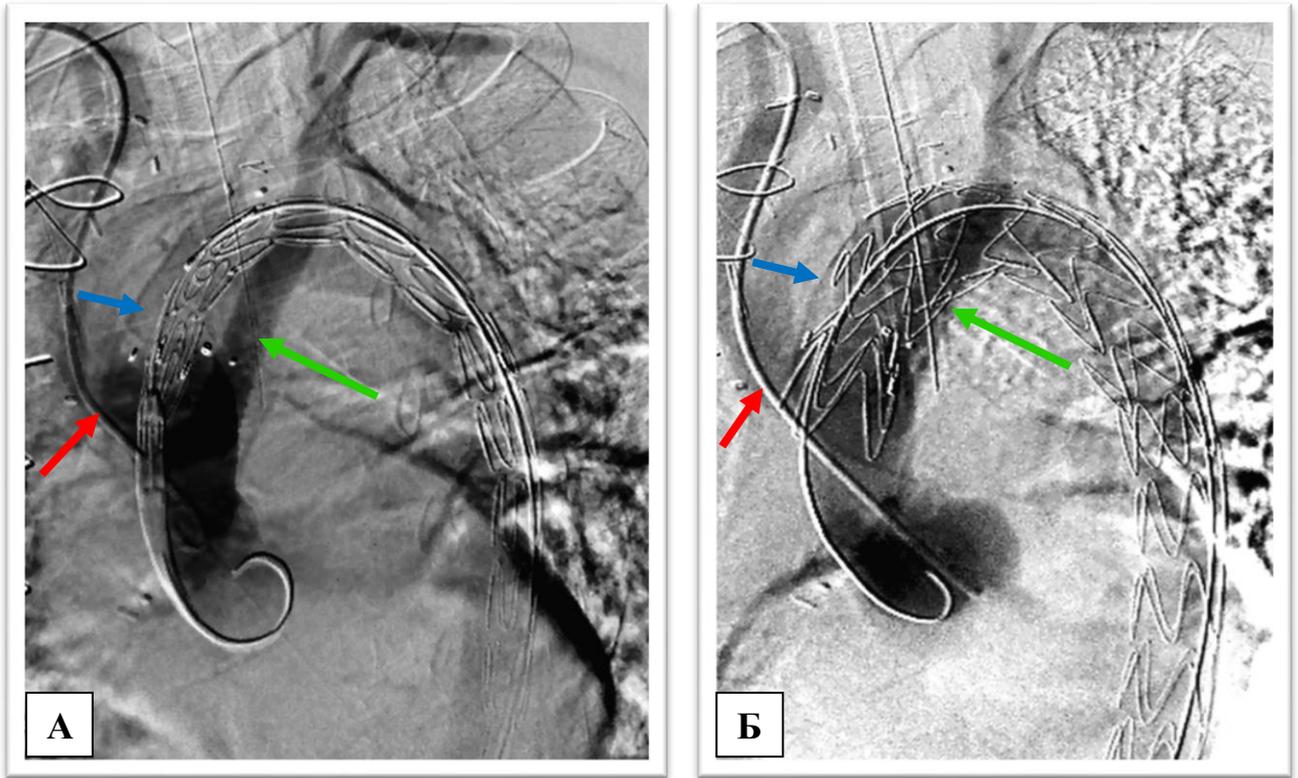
МСКТ пациента Г. после первого этапа хирургического лечения. Синей стрелкой обозначена зона дистального анастомоза, красной – вторичная фенестрация, зелёной – фенестрация, которой расслоение аорты заканчивалось
